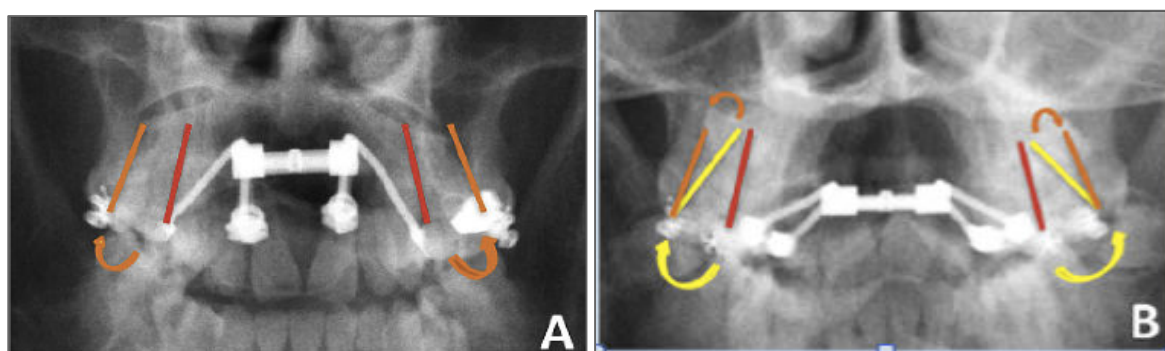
Images CBCT modifiées afin de montrer les différences de chronologie, Kayalar et al. [68]
